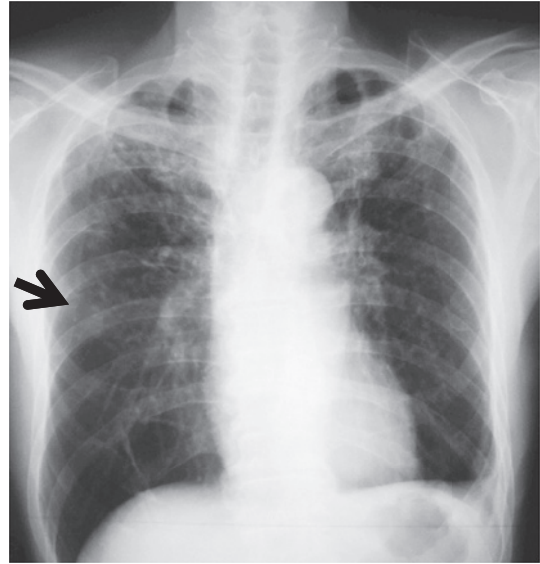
Chest X-ray film on admission shows a nodular shadow in the right middle lung field (arrow).
